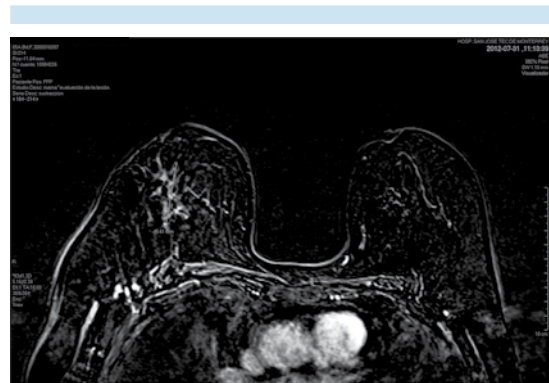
Indicación de resonancia magnética de mama, búsqueda de tumor de residual, corte axial T1 con substracción en fase dinámica: discreto realce de tipo ductal con una extensión de 46 mm que corresponde a tumor residual, en la mama derecha, en la periferia del lecho quirúrgico.
